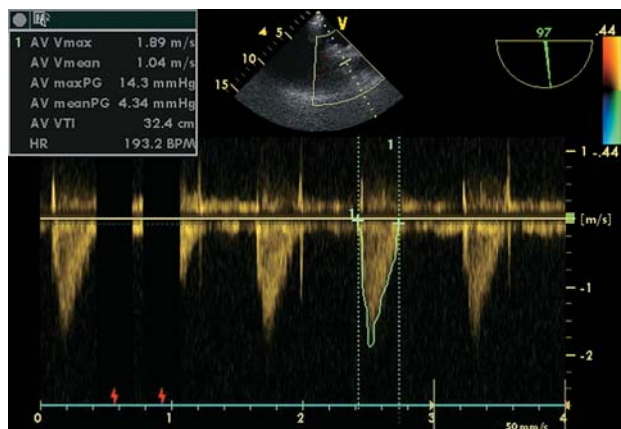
Чреспищеводная эхокардиография (интраоперационно) у той же больной. Постоянно-волновое доплеровское исследование. Измерение систолического градиента давления на аортальном клапане. Максимальный систолический градиент на аортальном клапане после имплантации протеза составил 14 мм рт.ст., средний – 4,3 мм рт.ст.
